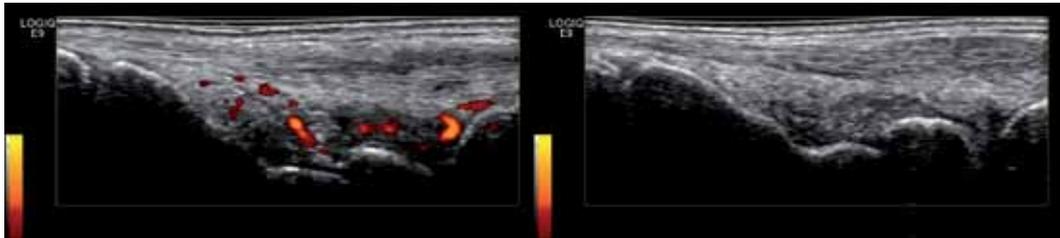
Ecografia del polso del paziente. A sinistra al momento della prima valutazione. Si noti la distensione della capsula a livello dell'articolazione radiocarpica ed intercarpica con associata presenza di segnale power Doppler. A destra la stessa articolazione alla visita di controllo a distanza di circa due mesi.
